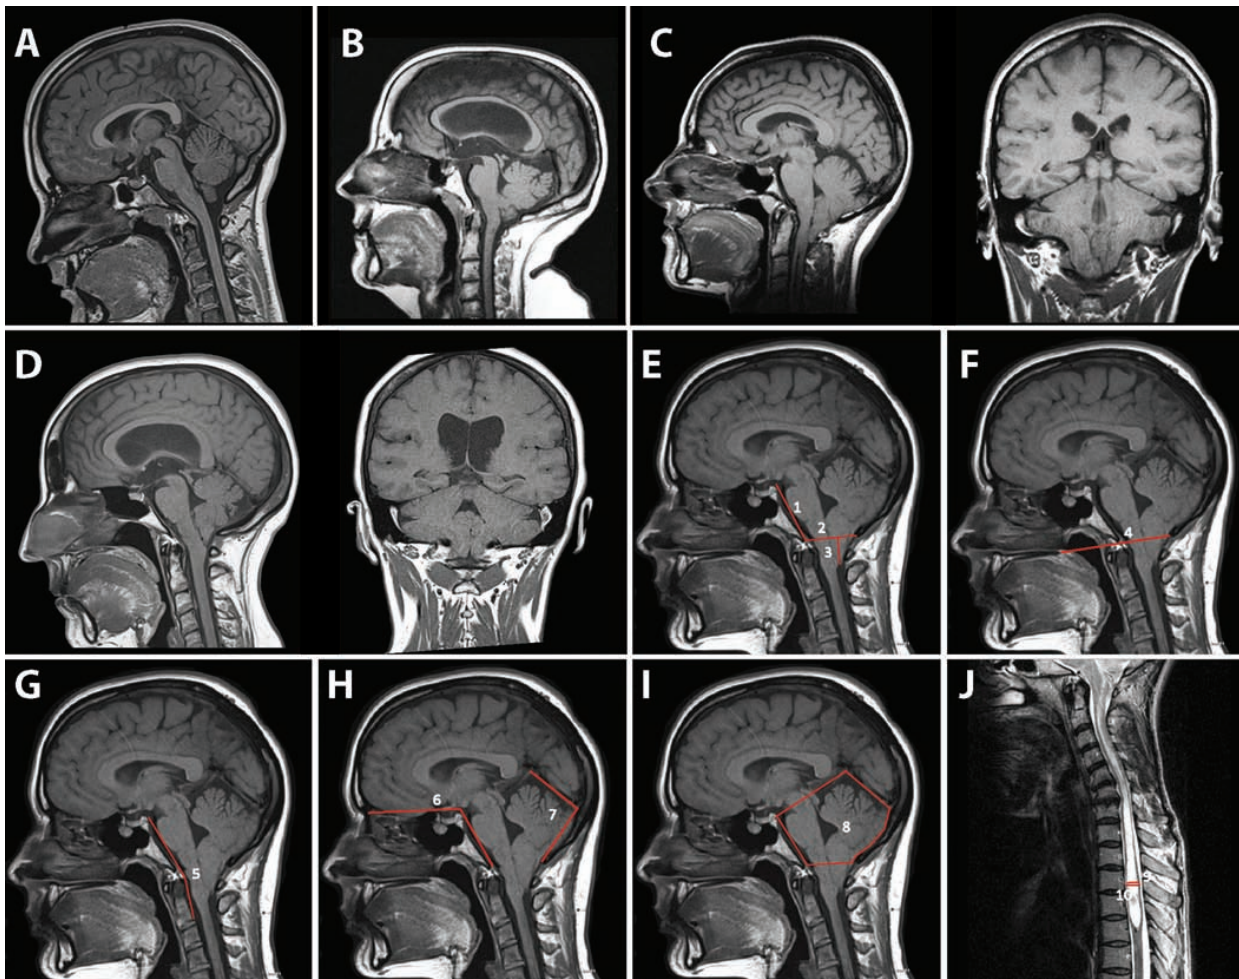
Examples of the 3 types of CMs and morphometric measurements of the different anatomical structures of the PF and the CVJ. A: Midsagittal-T1 weighted image of a 19-year-old woman with headaches suggestive of migraine, who was used as a control. Cerebellar tonsils are well above the FM and the cisterna magna is opened. B: CM-0. Image from a 54-year-old woman admitted because of a 6-month history of dysphagia. In this sagittal MR image, a ventricular dilation is observed, together with a tonsillar herniation of 3 mm. C: CM-1. Images from a 34-year-old woman with a 5-year medical history of straining-induced occipital headaches and dizziness and subjective weakness in the left arm. Midsagittal (*left*) and coronal (*right*) T1-weighted images show severe bilateral tonsillar herniation reaching C-2 and associated cervical cord syringomyelia. D: CM-1.5. Images from a 52-year-old woman with insidious symptoms in the last 3 years of cough-induced occipital headache, dizziness, and difficulty swallowing solid foods. Midsagittal (*left*) and coronal (*right*) T1-weighted images show hydrocephalus (Evans index 0.36), a bilateral symmetric 8-mm tonsil descent of both cerebellar tonsils below the FM, and an obex (*left*) well below the FM plane. E: Image showing the clivus length (1), opisthion-basion line (2), and line measuring the descent (mm) of the cerebellar tonsils below the FM (3). F: Example of Chamberlain's line (4), or the line drawn from the posterior hard palate to the tip of the opisthion on the midsagittal midline T1-weighted MR image. G: MR image demonstrating Wackenheim's angle (5), or clivus-canal angle. H: The basal angle (6) is the angle formed by a line extending from the nasion to the top of the dorsum sellae and a second line from the dorsum sellae to the basion. The tentorium-occipital bone angle (7) is the angle formed by the line following the tentorium and the supraocciput. I: The sagittal PF area (8) is calculated in the MRI midsagittal slice as a polygon drawn with the following boundaries: the full length of the tentorium until its insertion in the occipital bone, a line following the inner cortical margin of the occipital bone from the insertion of the tentorium into the opisthion, the opisthion-basion line, the clivus from the basion to the dorsum sellae, and a final line extending from the latter point to the most anterosuperior part of the tentorium. J: Cervicodorsal syringomyelia (9) is the maximum AP diameter of the syrinx at its widest level. The spinal cord diameter (10) is the maximum AP diameter of the spinal cord at the same level in which the maximum diameter of the syrinx was measured. Figure is available in color online only.
